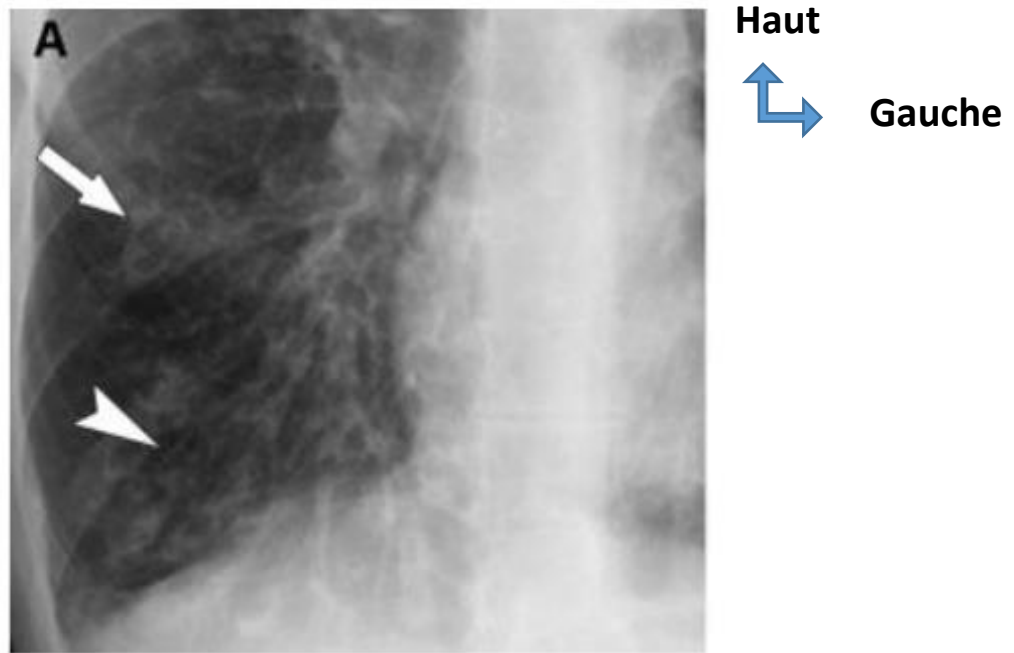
Signes radiographiques de DDB. Aspect d'images en rosette (flèche) et en rail (tête de flèche) [10].
